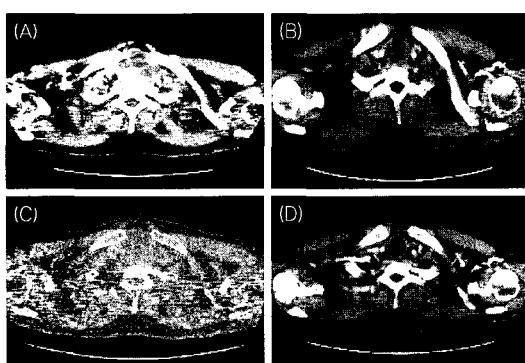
Axial CT image of neck in case 1. (A), (C): Preoperative image. It shows a huge mass, septated low density mass narrowing trachea on upper mediastinal level. (B), (D): Postoperative image in case 1. Previous huge mediastinal mass was disappeared. Airway was patent state.
